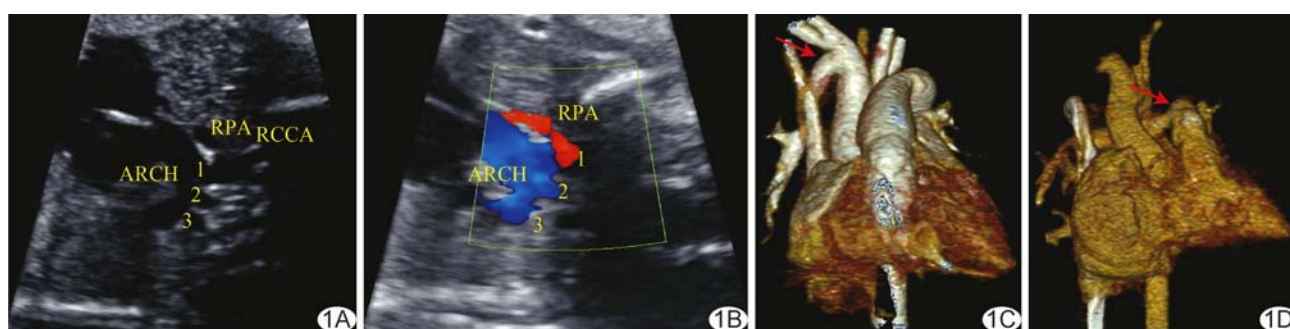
胎儿右肺动脉异常起源于无名动脉 A、B. 产前二维声像图(A)及CDFI(B)示主动脉弓长轴切面(ARCH: 主动脉弓; 1: 无名动脉; 2: 左颈总动脉; 3: 左锁骨下动脉; RPA: 右肺动脉; RCCA: 右颈总动脉); C. 新生儿心脏 CTA 三维成像示右肺动脉异常起源(箭); D. 术后 CTA 示右肺动脉(箭)
